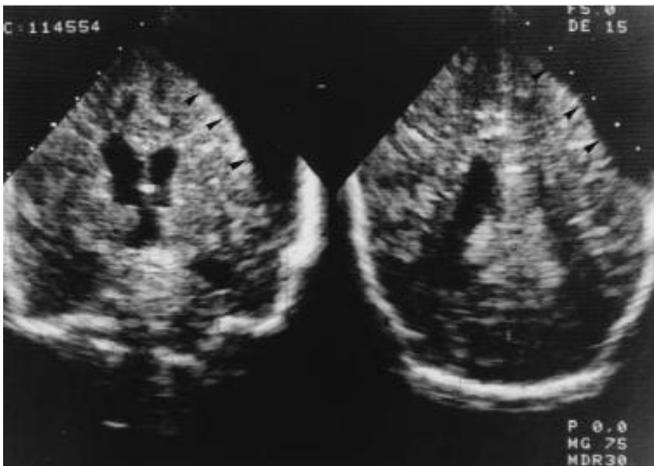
Ecografía cerebral transfontanelar. Cortes coronales mostrando hematoma subdural (flechas pequeñas negras) y ventriculomegalia.
